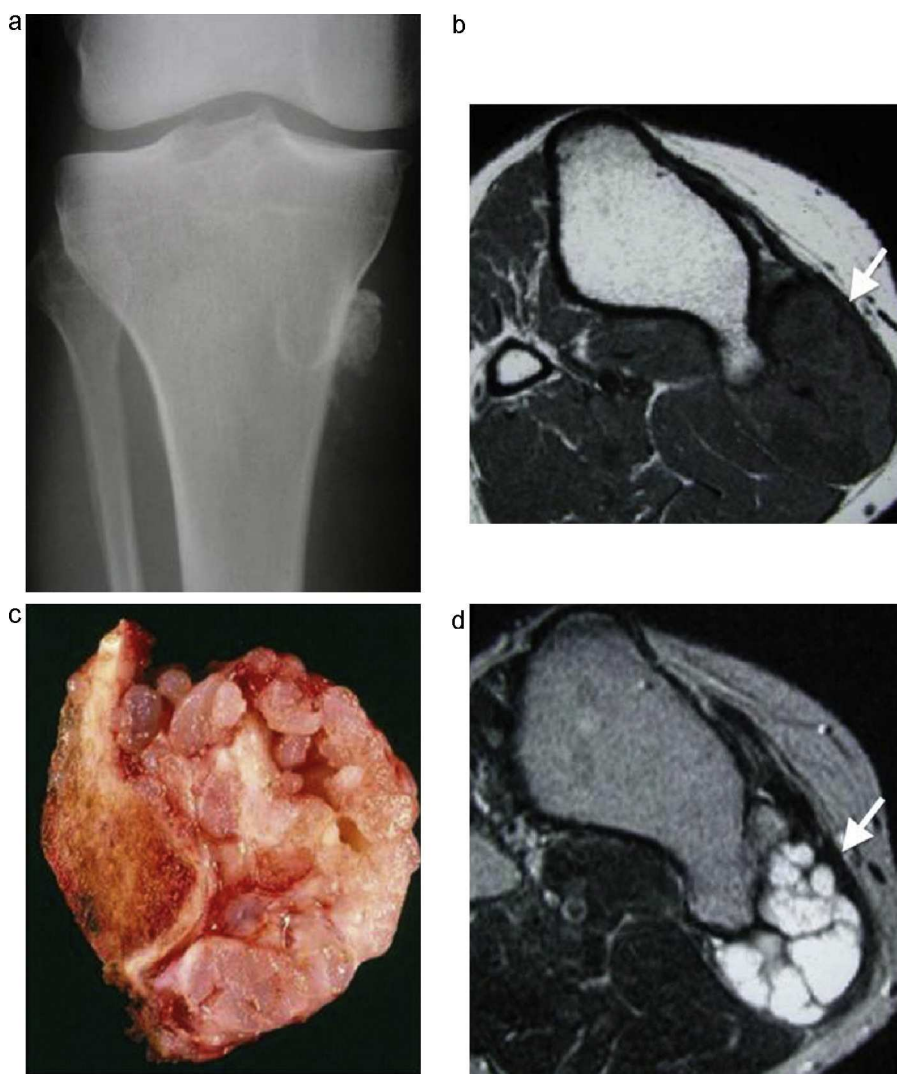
Transformación maligna de un osteocondroma de tibia. a) La radiografía muestra una pequeña lesión ósea que altera el contorno de la tibia, con pequeñas calcificaciones en las partes blandas adyacentes. b) En la imagen transversal T1 se confirma un osteocondroma, con continuidad entre su cortical y su medular con las del hueso subyacente. El tejido no osificado que lo rodea tiene una intensidad de señal similar a la del músculo (flecha blanca). c) Fotografía de la pieza de resección del condrosarcoma, que depende de la cabeza del osteocondroma y no invade la médula ósea. d) En la correspondiente imagen T2 este componente tiene características típicas de condrosarcoma: hiperintensidad, multilobulación y septos hipointensos alrededor de los lóbulos cartilaginosos (flecha blanca).
